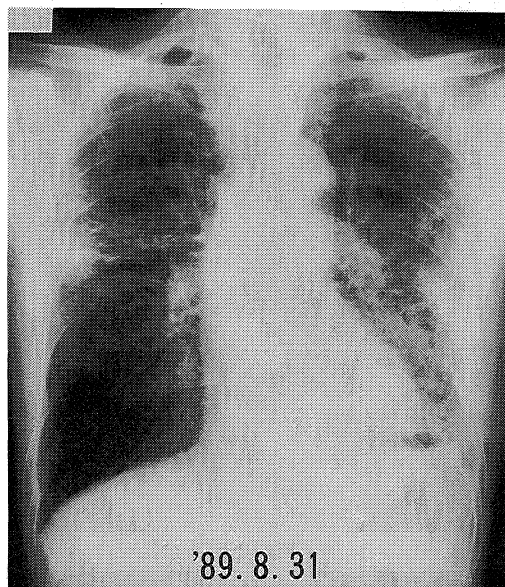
Chest roentgenogram on 36th day after admission reveals deterioration of irregular shadow and volume loss of left lung with pleural effusion.
